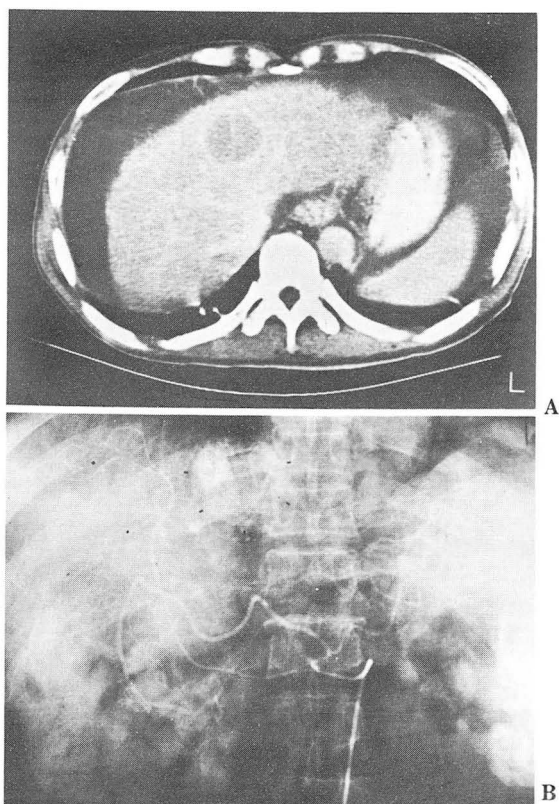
A. Post-contrast CT: Round homogeneous low density mass, near dome of liver.
